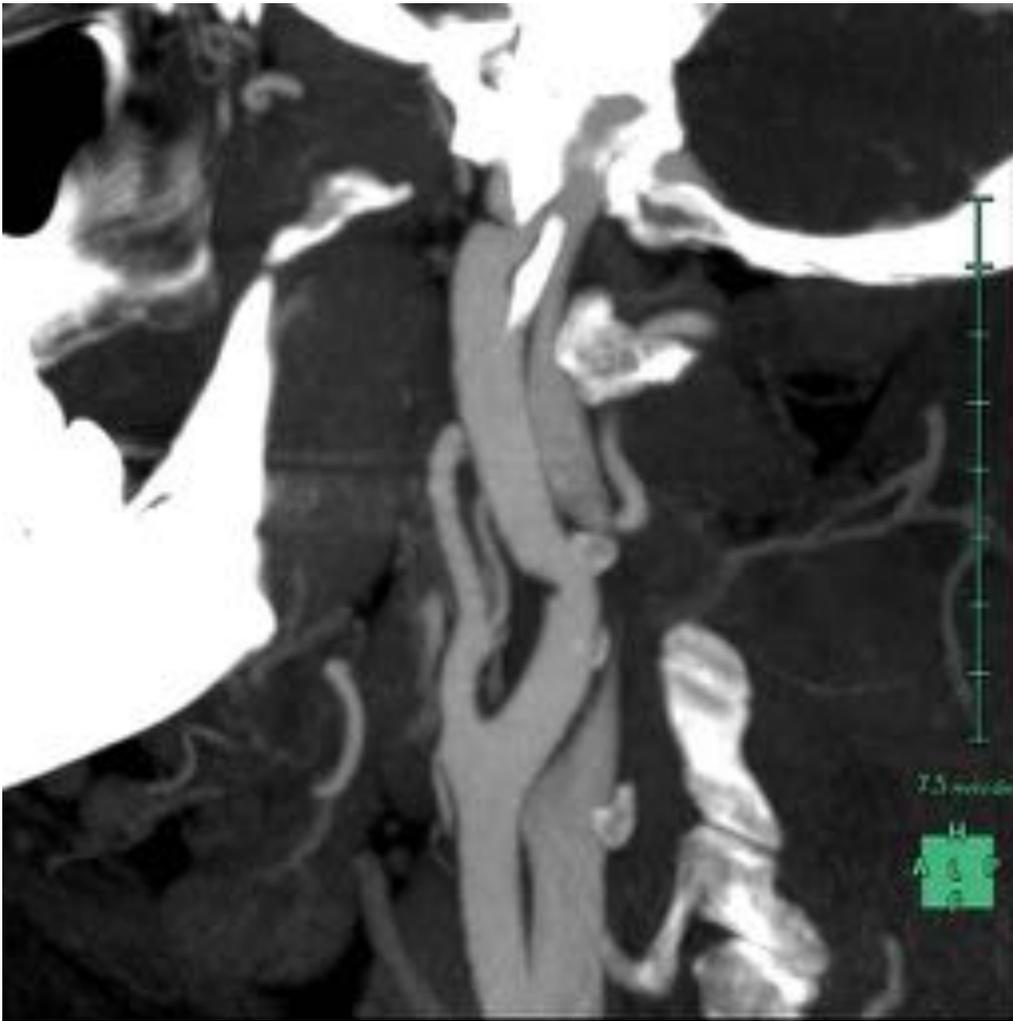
Angio-TC de control a los 6 meses, observando reconstrucción casi completa de la morfología carotídea habitual.
